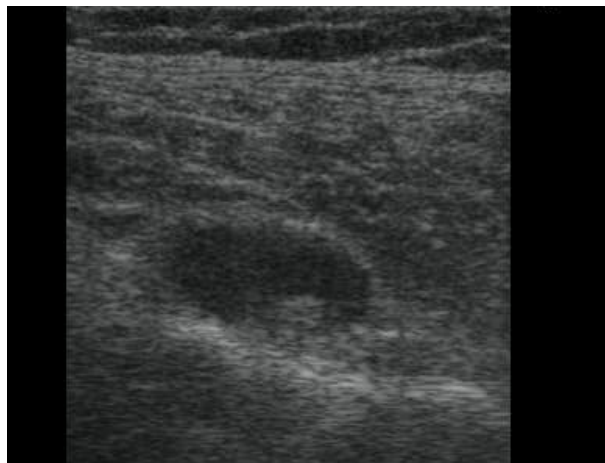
Ultrasonido que muestra engrosamiento sinovial
